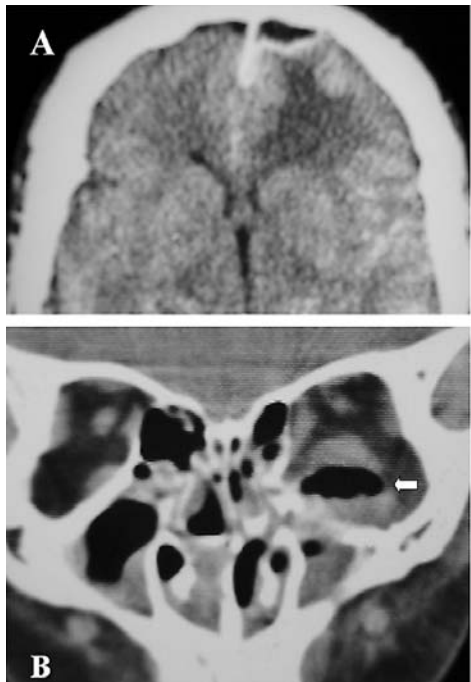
A) TC cerebral. Absceso cerebral secundario a sinusitis frontal. B) Corte coronal de TC al nivel de las órbitas. Masa intraorbitaria con nivel hidroaéreo correspondiente a un absceso secundario a sinusitis.
